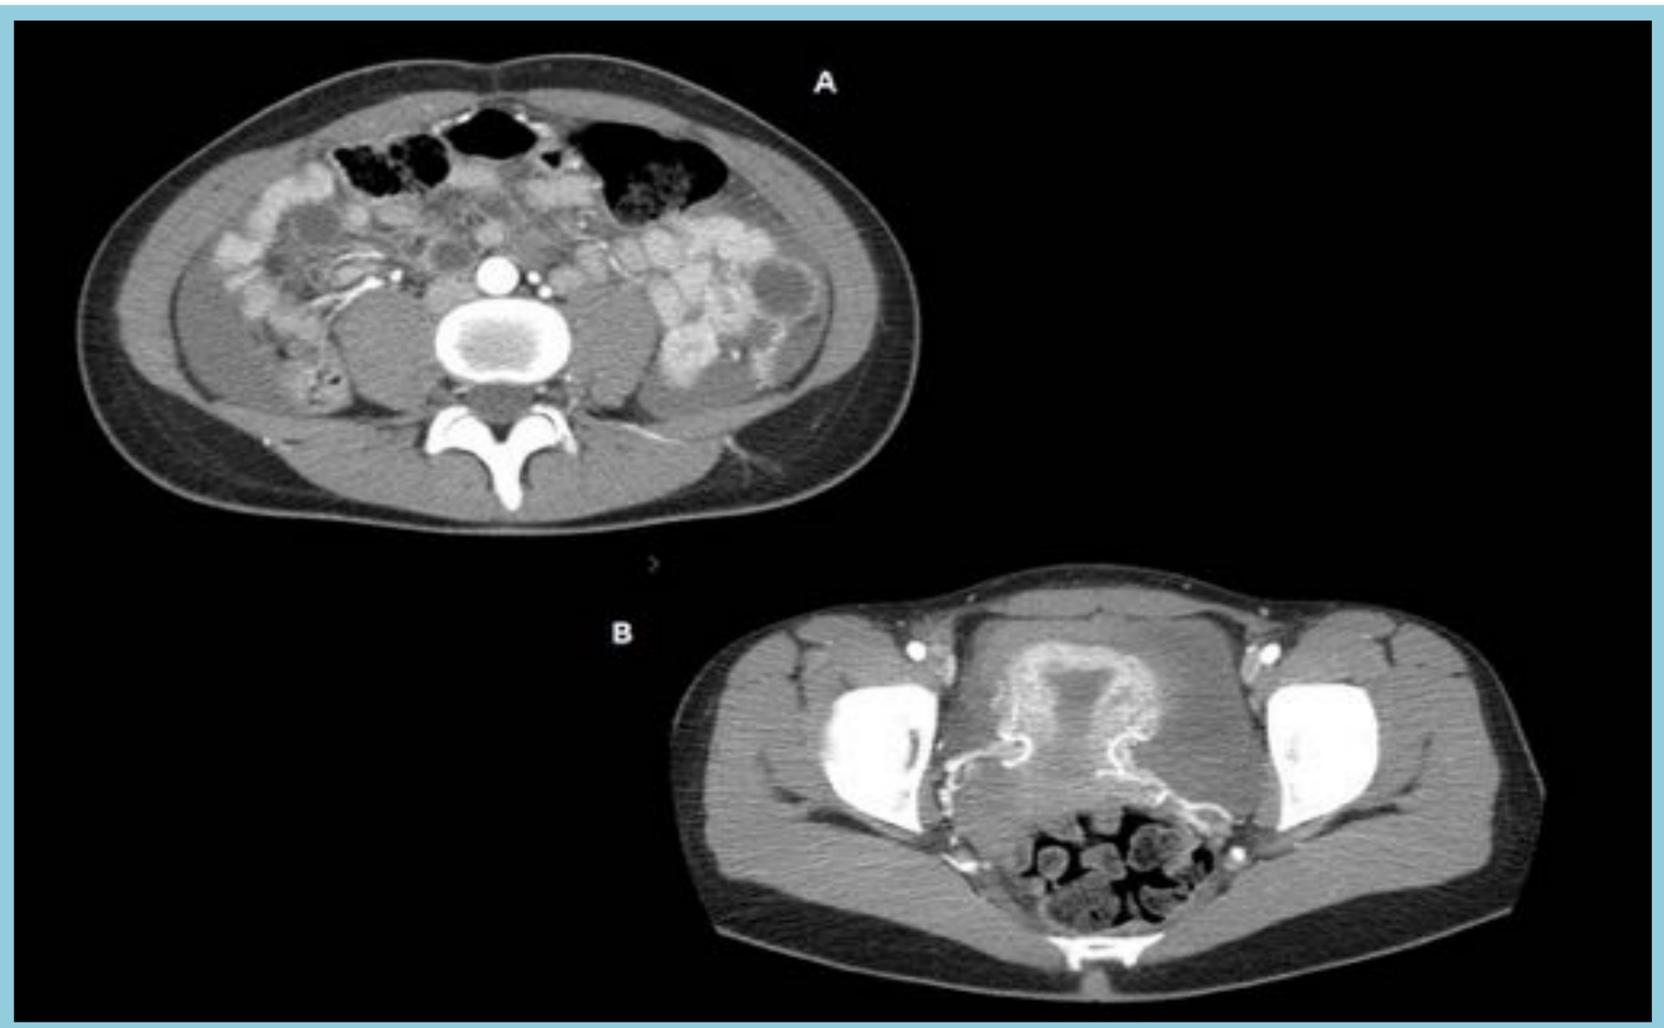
Niña de 16 años que presenta dolor abdominal derecho, con sospecha de apendicitis, se comenzó con una ecografía, y se pasó al TC por los hallazgos. Se observa hemoperitoneo extenso, con muchos vasos arteriales en la pelvis, con una densidad aumentada en las proximidades del útero, lo que sugiere una hemorragia de origen anexial. En este caso, también fue secundario a rotura de cuerpo lúteo hemorrágico.
